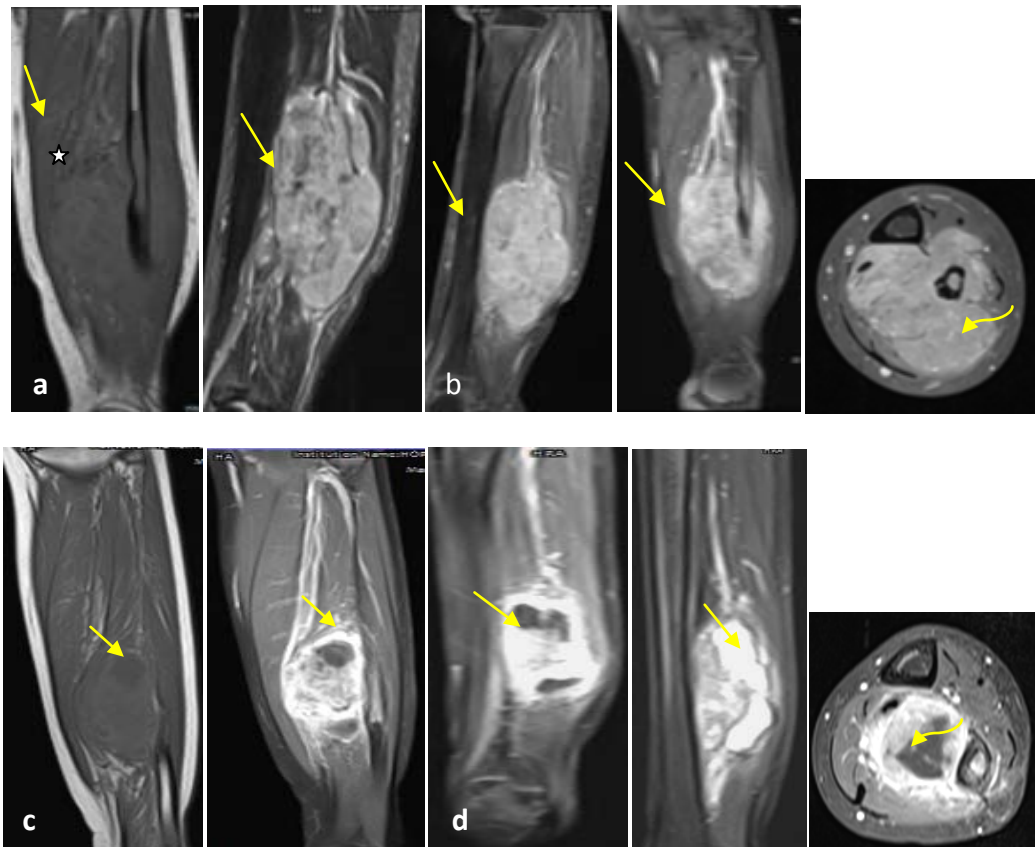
IRM la jambe gauche: sarcome d'Ewing de la fibula droite en (a-c)séquences T1 sans injection de PDC en coupe coronale, et séquence T2 STIR en coupes sagittal, (b-d)séquence T1 FATSAT après injection PDC en coupes sagittale, coronale et axiale :a-b) examen de 2017; c-d) contrôle en 2018 après chimiothérapie :importante régression du volume tumoral par rapport à l'ancien examen en de 2017 qui est en hyposignal T1 hypersignal T2 STIR, se rehaussant de façon hétérogène après injection de gadolinium (flèche) avec envahissement endoméduillaire (étoile), rupture corticale par endroit et extension aux parties molles de voisinage(flèche courbée).
